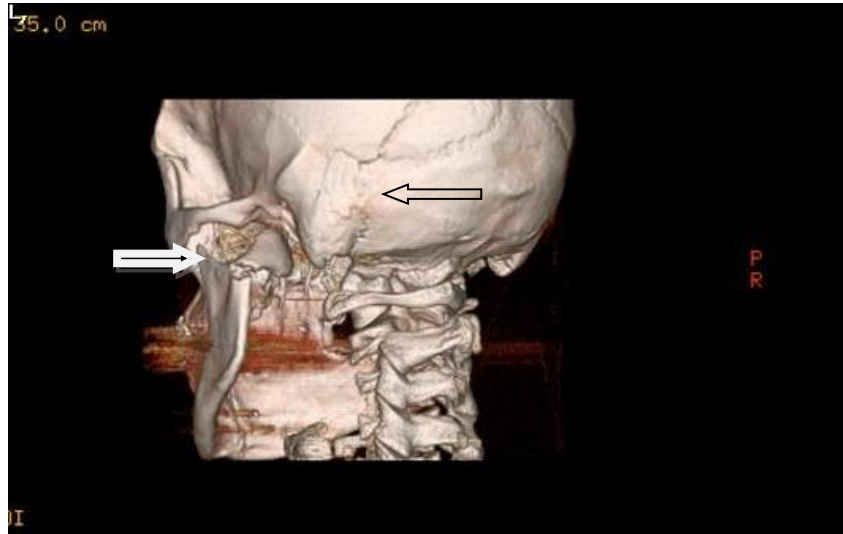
Mandibula kırığı olan şahsın 3D-BT ile rekonstrüksiyonu.
